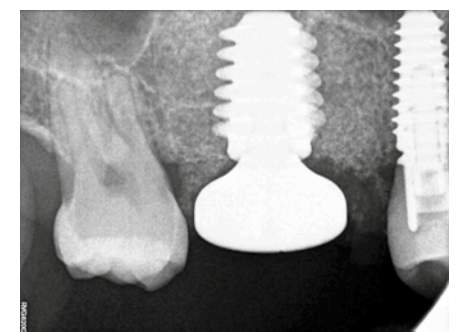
RX periapical após colocação de implante (Carestream®).
